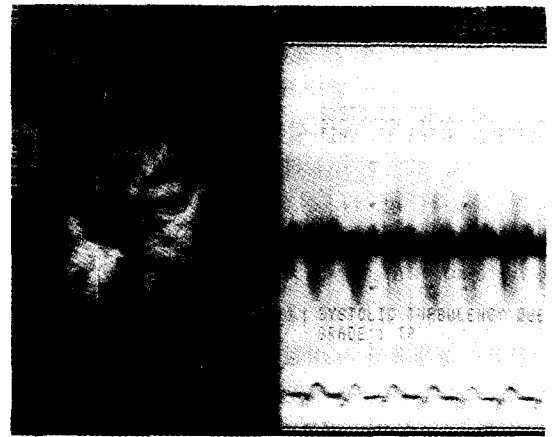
Postoperative Doppler echocardiogram shows tiny VSD patch dehiscence and Grade I tricuspid regurgitation.
